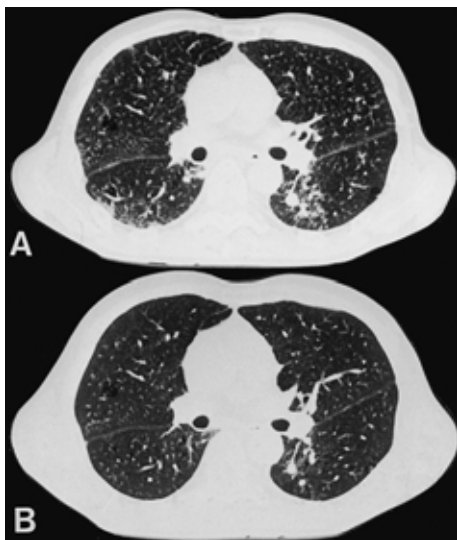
Chest HRCT scan during the acute phase of the disease, showing subpleural and interlobular interstitial thickening (A). Chest HRCT scan during remission, showing that the interstitial shadow had almost disappeared (B).
